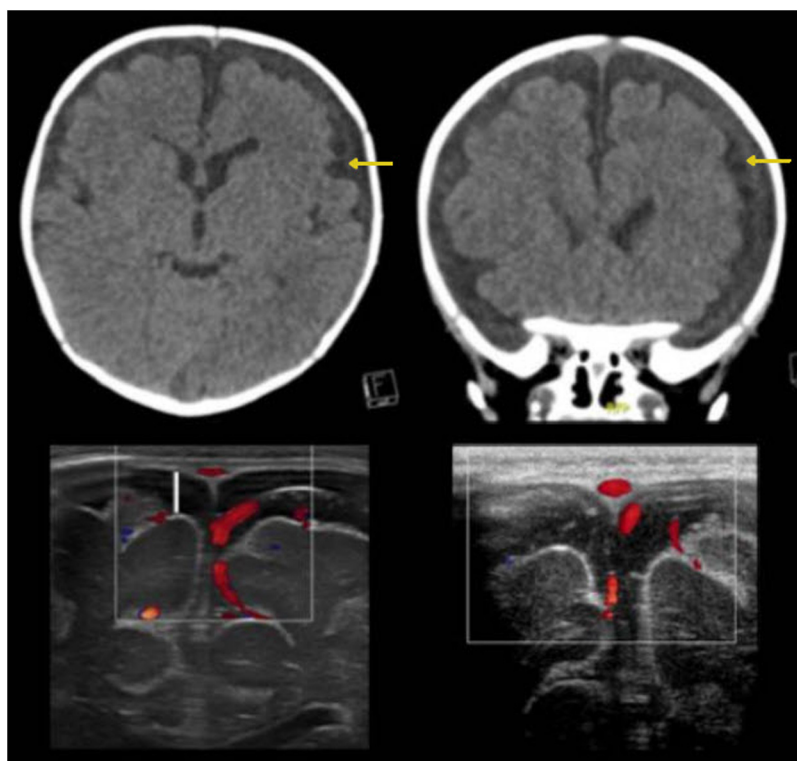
Ensanchamiento benigno del espacio subaracnoideo asociado a colecciones subdurales bihemisféricas. Las imágenes de la fila superior corresponden a un estudio de tomografía computarizada sin contraste donde se observa una leve mayor densidad de las colecciones subdurales respecto del líquido cefalorraquídeo (flechas amarillas). Las imágenes de la fila inferior corresponden a un estudio de ecografía transfontanelar. En la imagen de la izquierda se definen colecciones subdurales bilaterales como un espacio líquido sin estructuras vasculares en su interior (línea blanca). La imagen de la derecha corresponde al control a los 3 meses, que demuestra regresión de las colecciones.
